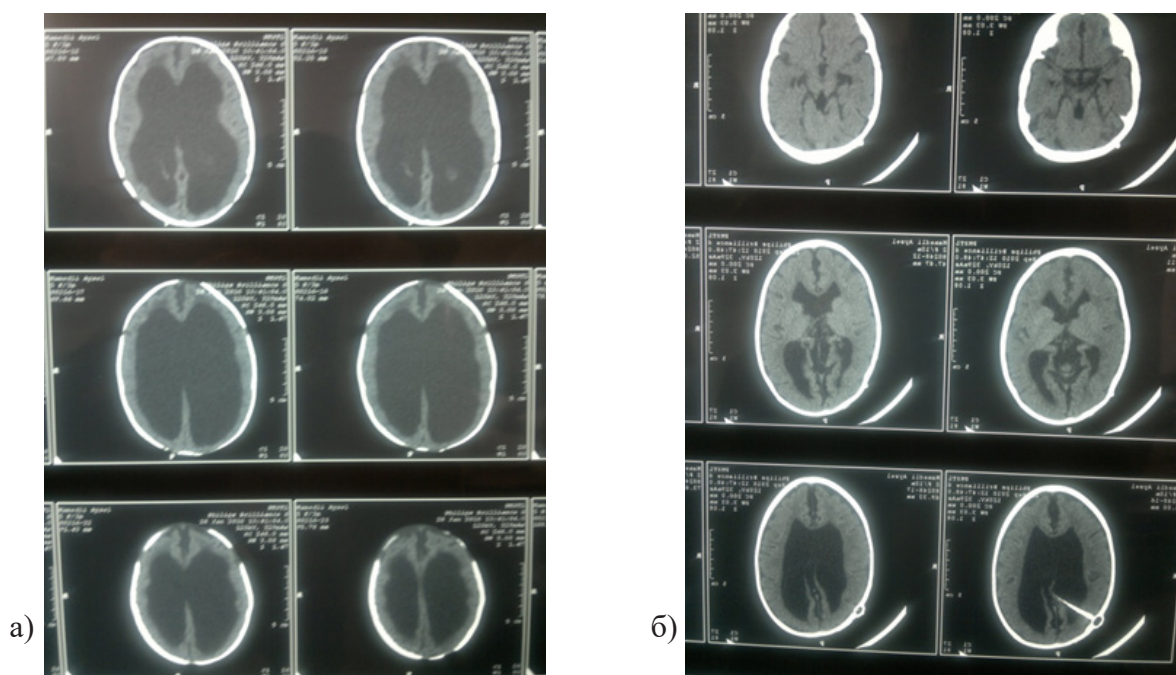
Пре- и постоперационная КТ исследование больного гидроцефалией трёх месячного возраста. а) КТ больного до операции; б) КТ того же ребенка через 6 месяцев после операции.
